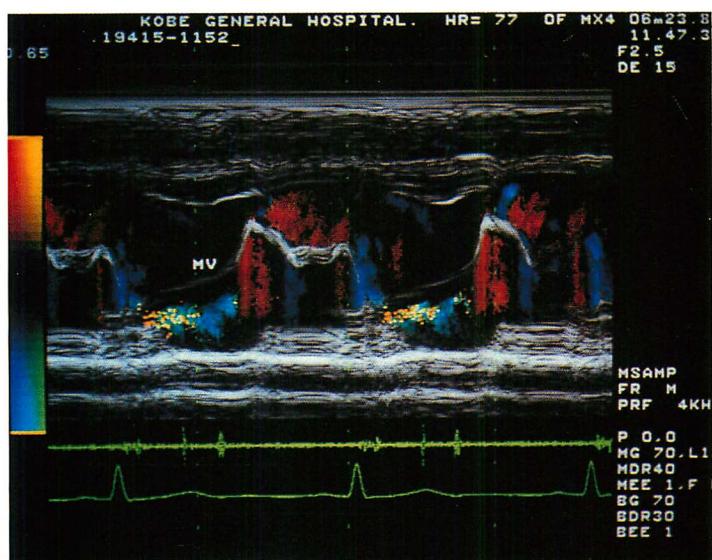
M-mode color Doppler recording in the same patient as in Figs. 1 and 2.
